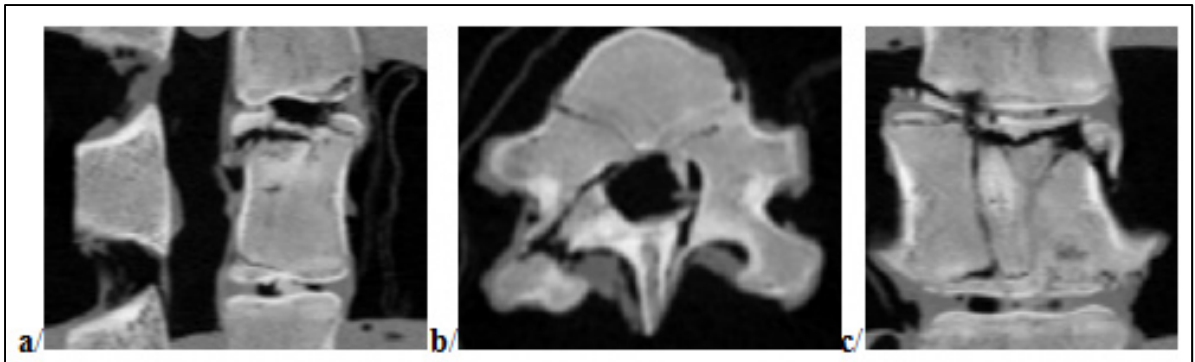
Images TDM de la vertèbre fracturée du spécimen 3 :
